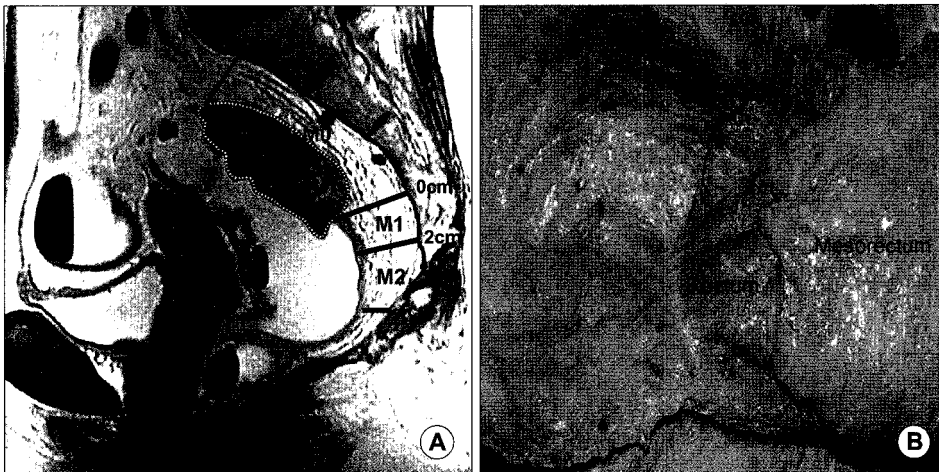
The mesorectum has been tapered down and absent at the level of attachment of the rectosacral fascia. (A) sagittal MRI view of pelvis. M0 is the mesorectum under the tumor. M1 is the mesorectum from lower tumor margin to 2 cm below the tumor. M2 is the mesorectum from 2 cm below the tumor to 4 cm below the tumor. (B) lateral view of mesorectum in cadaver.
